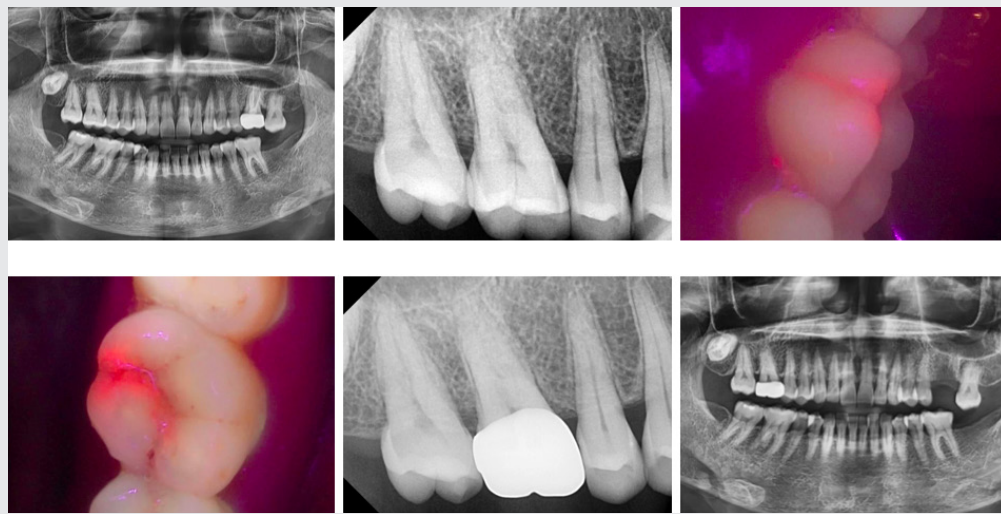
초진 파노라마 사진(top left), 초진 치근단 방사선 사진(top center), 초진 QraypenC 사진(top right & bottom left), 크라운 수복(bottom center), 4Y c-p(bottom right)
